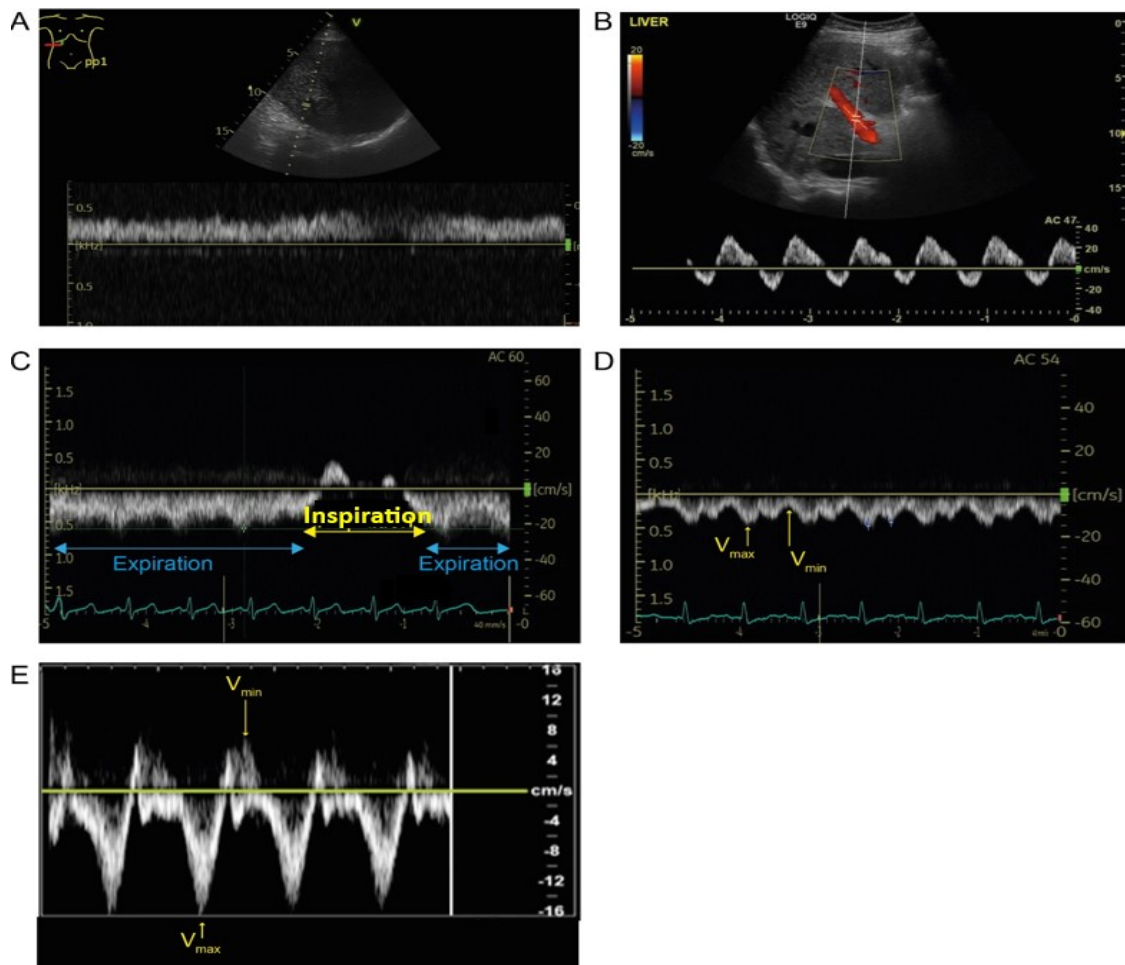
Représentation du Doppler de la veine VF et de la veine porte normale et pathologique
